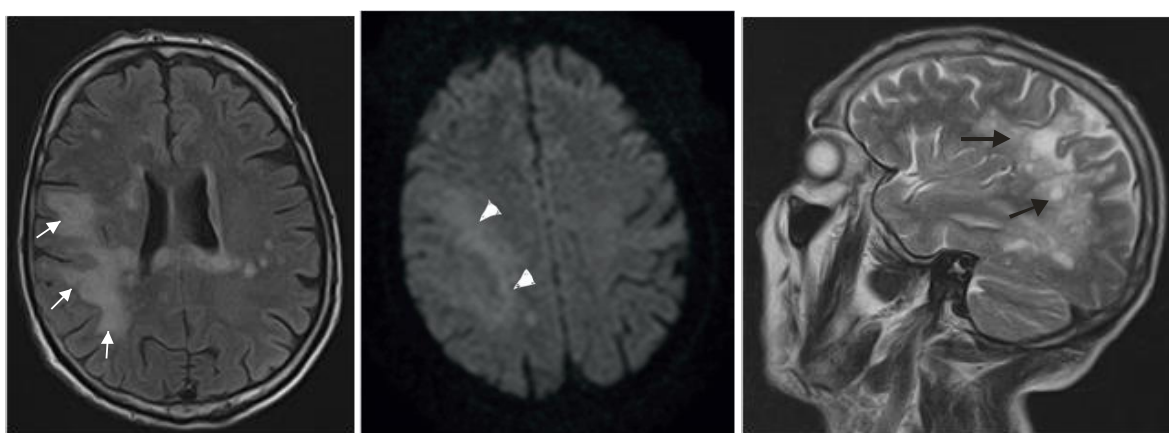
Пациент С., 55 лет (И/б 2562). ПМЛ, СВИ, осложненная спастическим тетрапарезом, когнитивные нарушения. Старт АРТ в январе 2017г. CD4=174 кл/мкл (15%), ВН=808 коп/мл . Ухудшение с апреля 2017 в виде слабости, головной боли, появления левостороннего гемипареза. CD4=202 кл/мкл (15%), ВН=23 коп/мл. В ЦСЖ обнаружен ВИЧ (100 коп/мл). МРТ: А, Г – T2 ВИ, Б, Д – ДВИ с b-фактором 1000, В, Е – FLAIR. МР-картина сливных диффузно-очаговых изменений вещества головного мозга (стрелки) с минимальным масс-эффектом справа, характерная для прогрессирующей мультифокальной лейкоэнцефалопатии. Обращает внимание краевое ограничение диффузии. После отмены АРТ и начала терапии глюкокортикостероидами отмечается стабилизация неврологического статуса. На МРТ в динамике через 1,5 месяца (Г,Д,Е) несколько регрессировал отек в правой гемисфере мозга по сравнению с первичным сканированием (А,Б,В)
